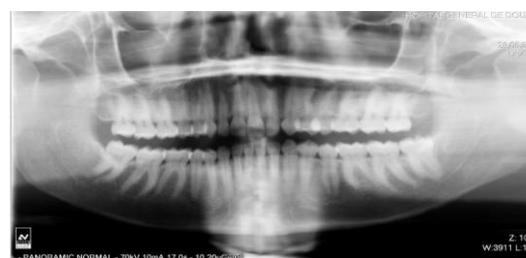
Orthopantomogramme standard : Cicatrisation osseuse à 3 mois du défaut entre les racines des dents 21 et 22, repositionnement axial de la dent 22
